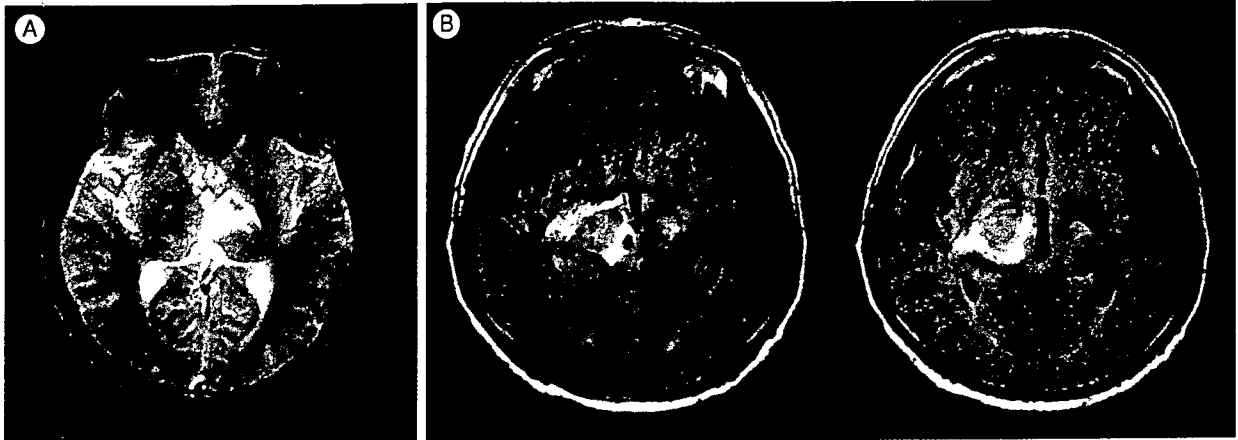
急性型神経Behçet病患者のMRI所見
